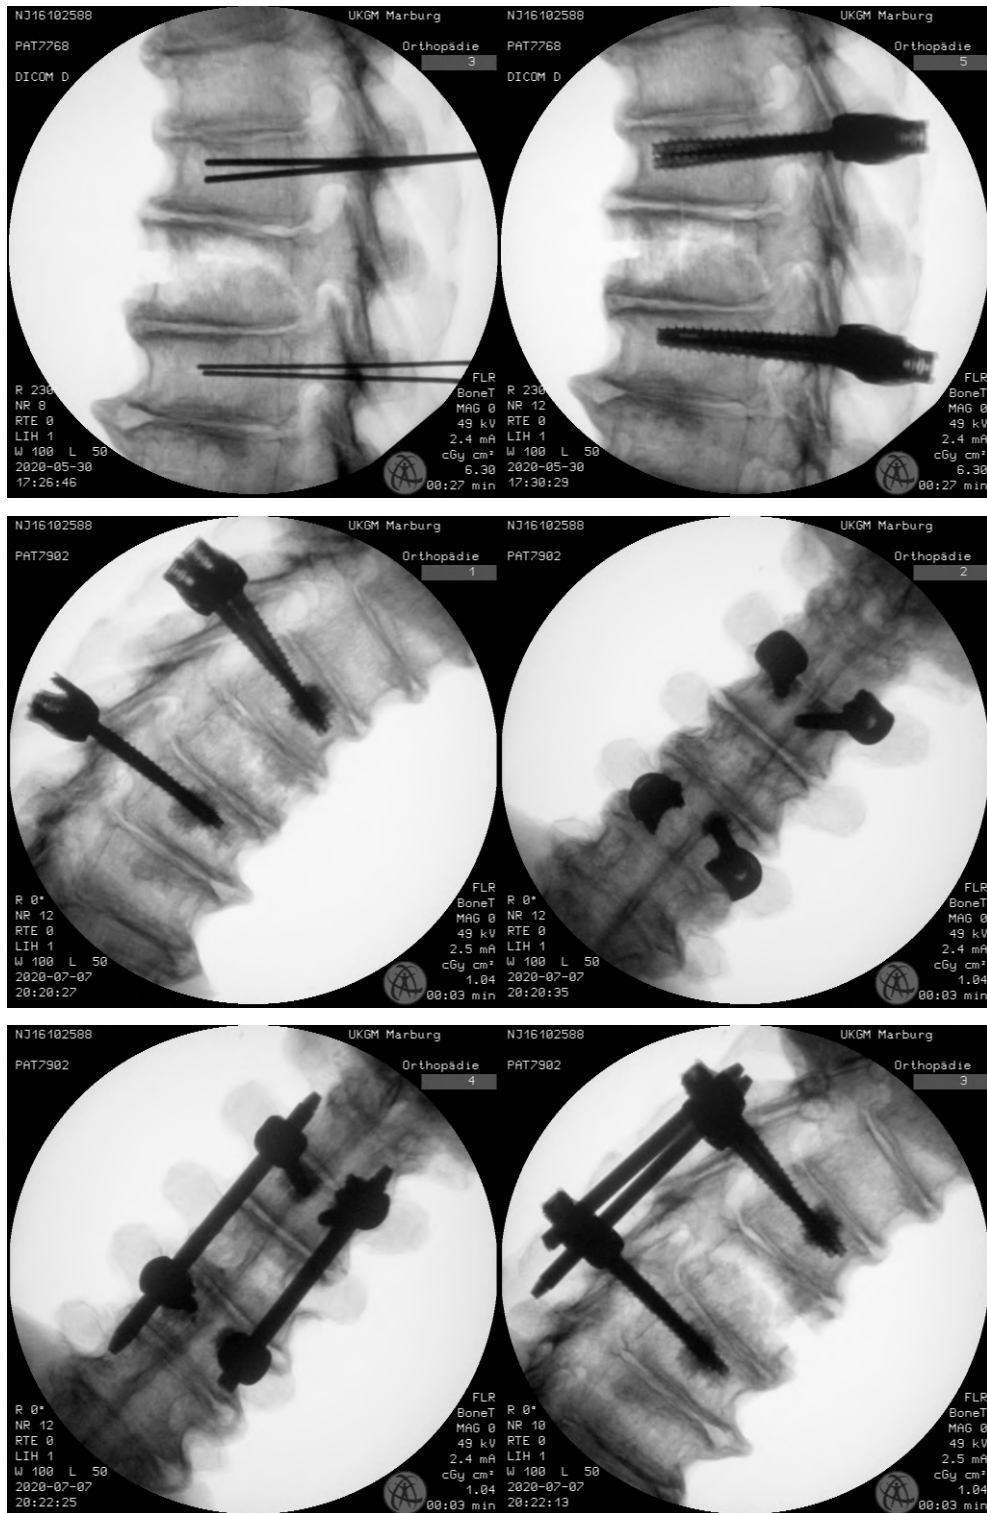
Röntgenbilder der Wirbelsäule NJ16102588. Links oben: laterale Ansicht mit Führungsdrähten; rechts oben: laterale Ansicht mit vier Osteosyntheseschrauben; links Mitte: laterale Ansicht mit Zementaugmentation; rechts Mitte: dorsale Ansicht mit Zementaugmentation; links unten: dorsale Ansicht mit vollständiger Instrumentierung; rechts unten: laterale Ansicht mit vollständiger Instrumentierung
